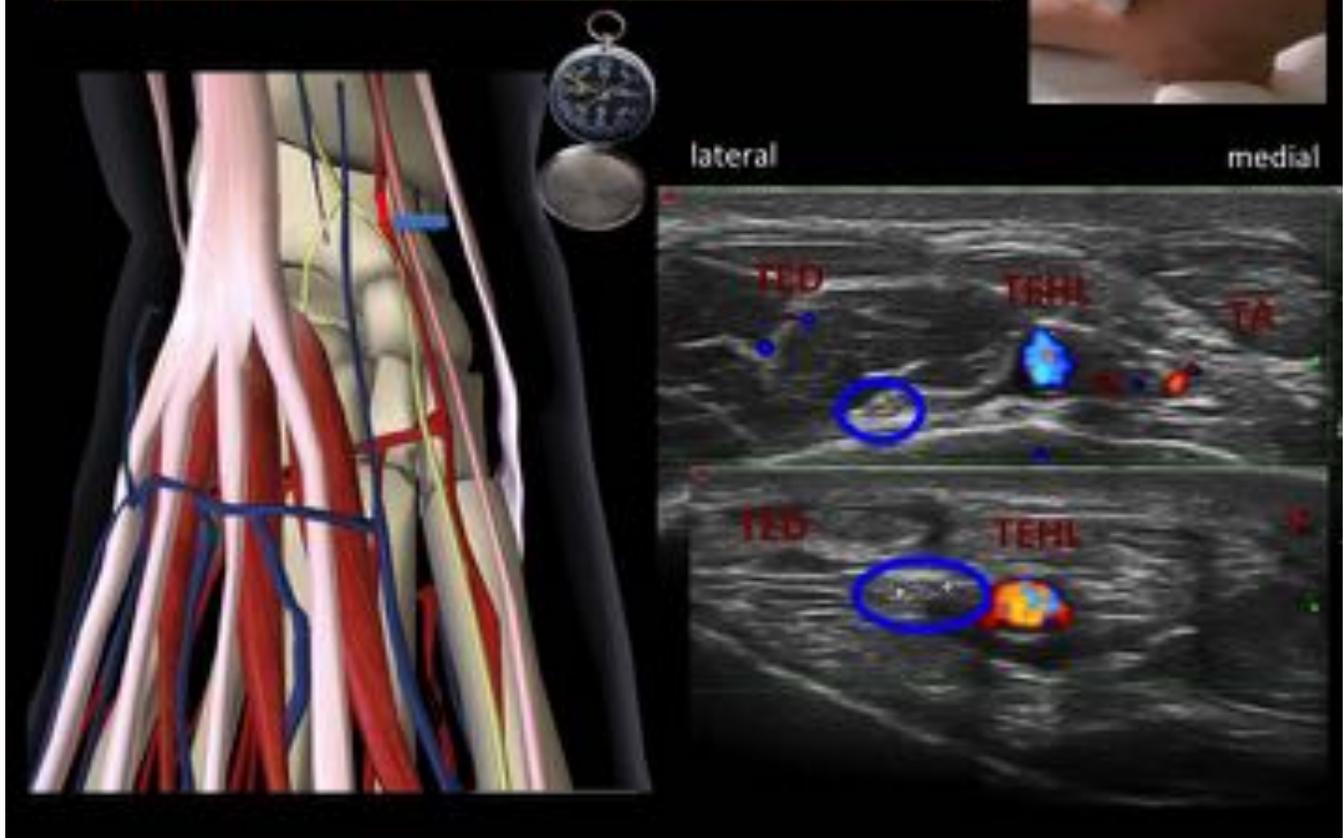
Ecografía del nervio peroneo profundo. Nuestras brújulas para localizarlo son la arteria tibial y dorsal del pie y los tendones extensores.
